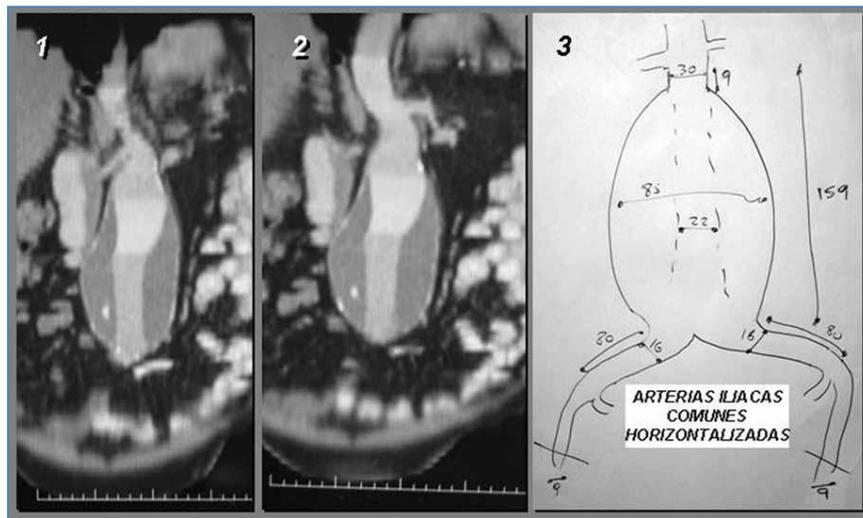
Oclusión aguda de rama ilíaca izquierda y subaguda (12 hs) de rama ilíaca derecha, por migración del dispositivo, en un paciente con un cuello muy corto y cónico, con un aneurisma de 85 mm de diámetro. Obsérvese en (1) la longitud del cuello desde la arteria renal derecha, en la TAC asociado a arterias ilíacas comunes casi horizontales
